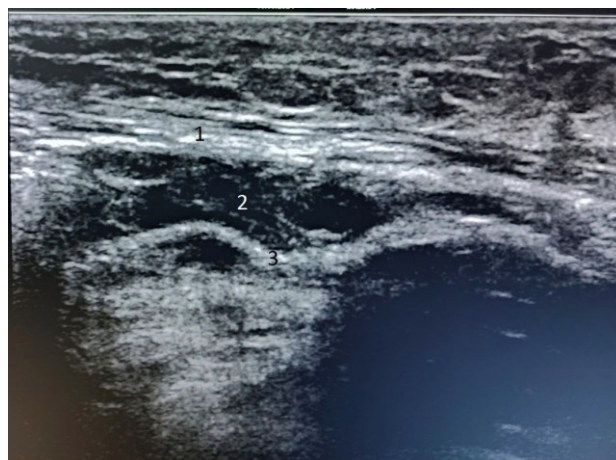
Пациентка Н., 54 года. Диагноз: правосторонняя паховая грыжа. УЗИ паховой области после грыжесечения по способу Лихтенштейна, осложнённого инфильтратом послеоперационной раны: 1 – апоневроз передней стенки пахового канала; 2 – серома; 3 – вид деформированного сетчатого имплантата
